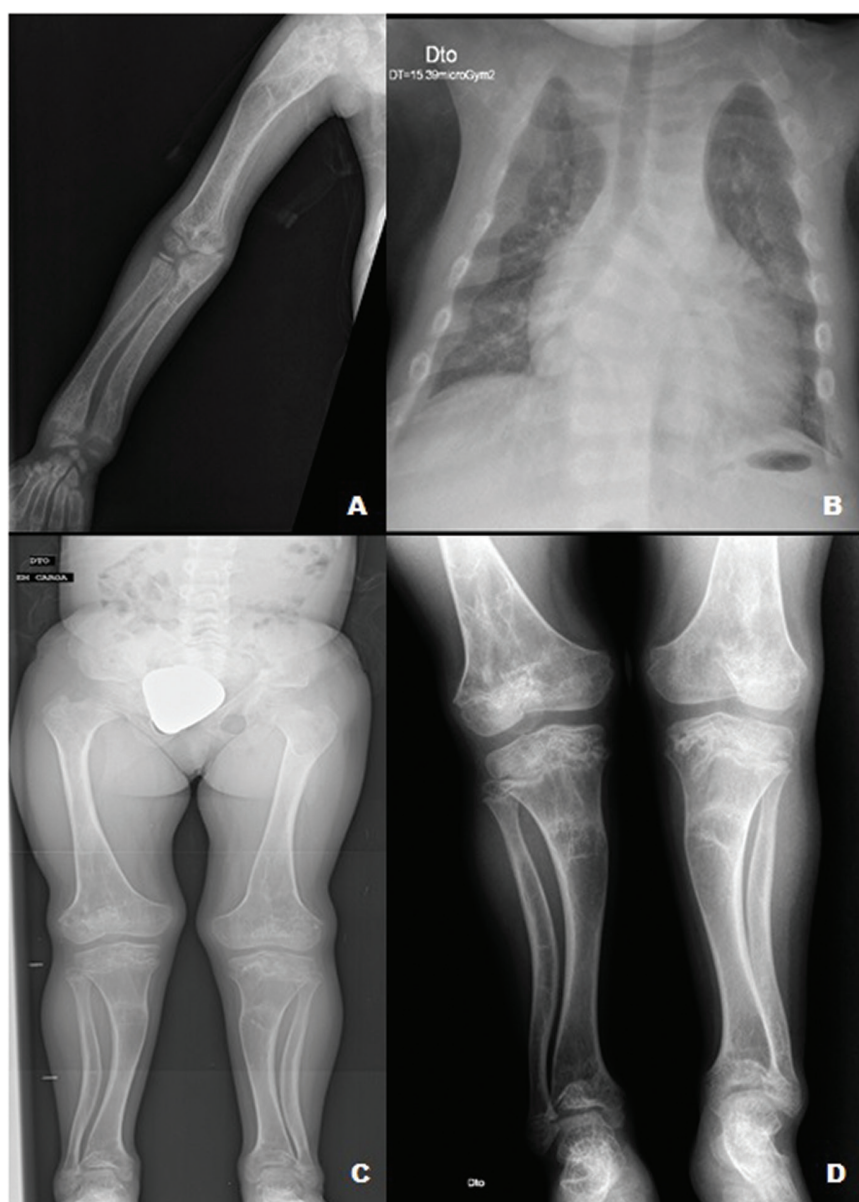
Radiografias da paciente mostrando deformidades ósseas graves, pseudofraturas nos membros superiores e inferiores e um tórax em formato de sino.
